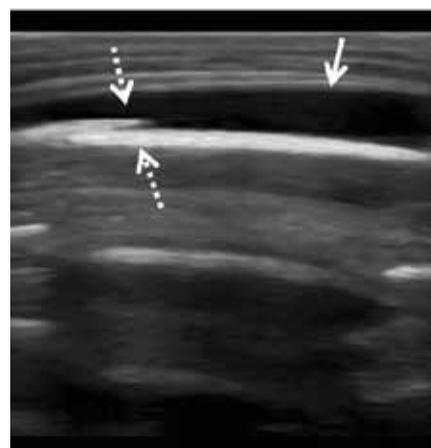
Sonografie bei SHT. Anamnestisch Sturz mit stolpernder Mutter. Aufprall des weiblichen Säuglings auf Laminat. Klinisch große Beule. Sonografisch echofreies Hämatom (durchgezogener Pfeil) unter der Kopfschwarte und kleine Stufenbildung in der Tabula externa als Frakturzeichen (gestrichelte Pfeile)
